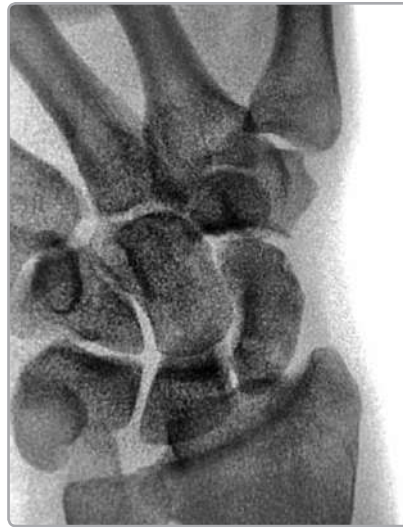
Radiografie în deviație ulnară, fractură pol proximal scafoid
